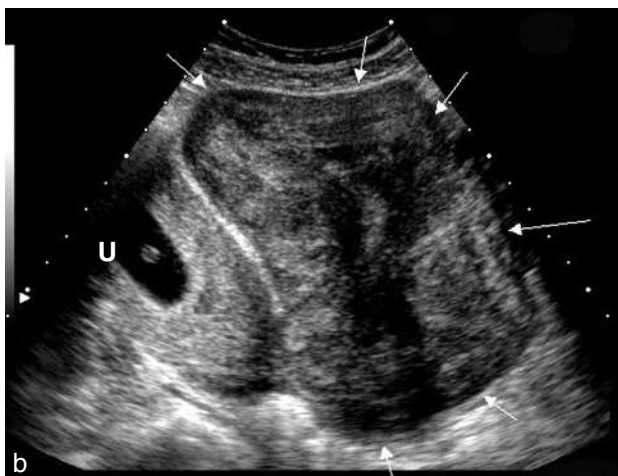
Myome sous-séreux pédiculé. a. Fibrome sous-séreux pédiculé. Le pédicule vasculaire le reliant à l'utérus gravide est repéré en Doppler puissance (→). b. Grosse masse tissulaire de 10 cm (→) refoulant l'utérus gravide (U). Masse ovarienne ou fibrome ? c. IRM même patiente : la masse est appendue à l'utérus gravide (U), la visualisation du pédicule (→) permet d'affirmer sa nature myomateuse.
